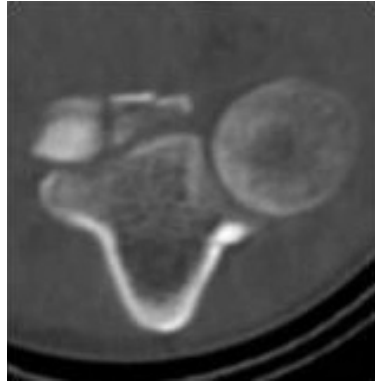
症例 3 術前単純 CT axial 像
